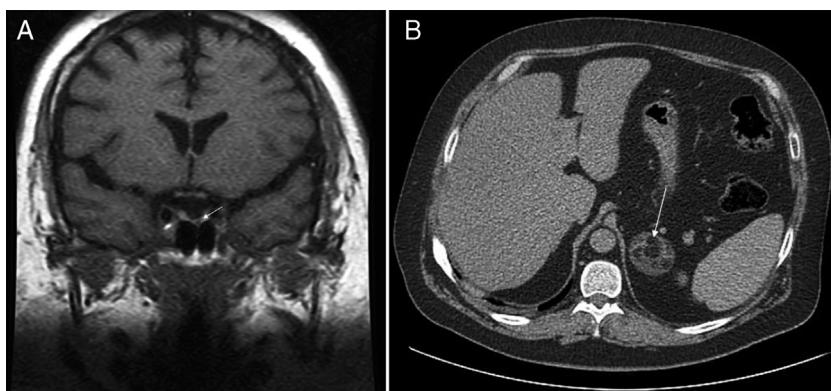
A) RMN hipofisaria: imagen nodular hipointensa de 2 mm de tamaño (flecha), paramedial izquierdo, en la secuencia sin contraste realizada en el plano coronal B) TC abdominal: nódulo suprarrenal izquierdo de 4,8 cm de eje máximo, con componente de densidad grasa, sugestivo de mielolipoma (flecha).
